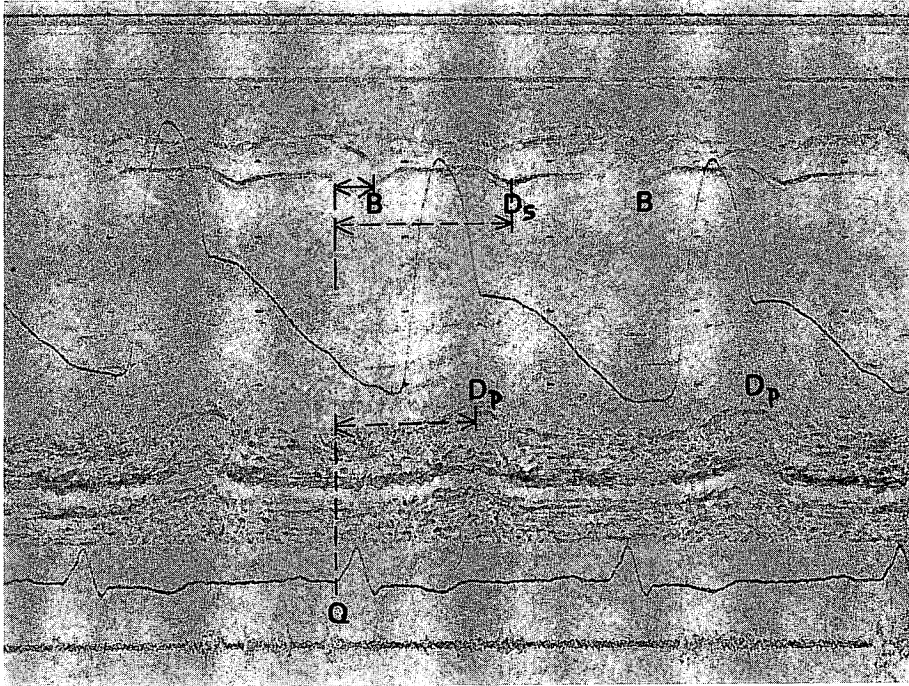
Echocardiogram in left bundle branch block (LBBB) showing paradoxical motion of the interventricular septum (IVS).
